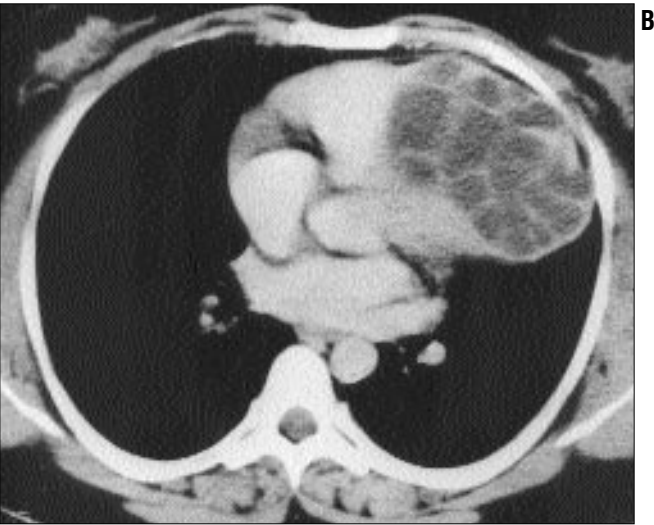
Kontrastlı aksiyel BT kesitinde kalp interventriküler septumunda düzgün konturlu hidatik kist lezyonu izlenmektedir. Ayrıca sol akciğerde de kist hidatik lezyonu mevcuttur.
